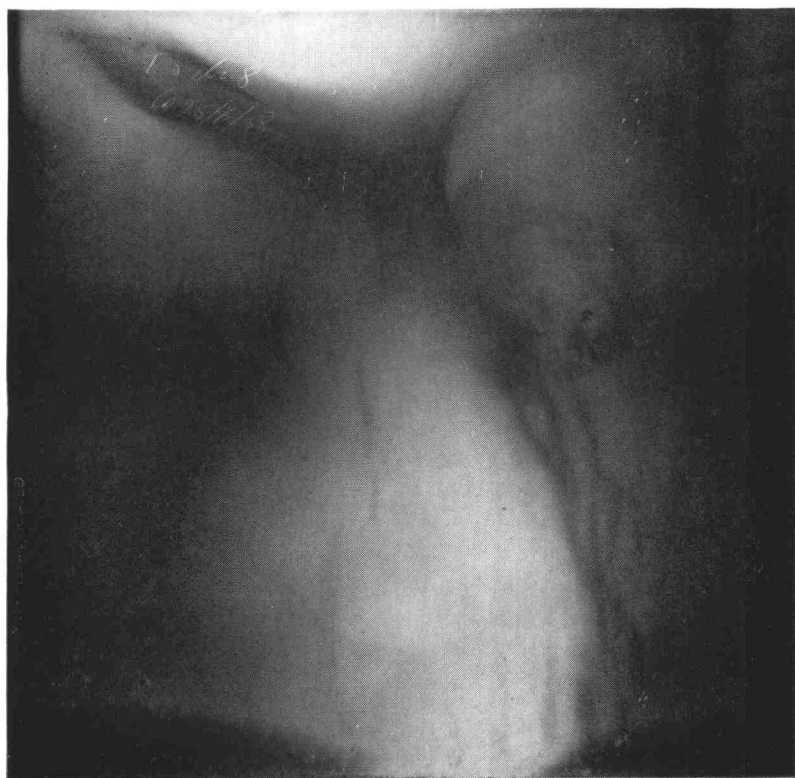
Observation n° 2. Tomographie prise au même moment que le cliché standard de la FIG. 7.
